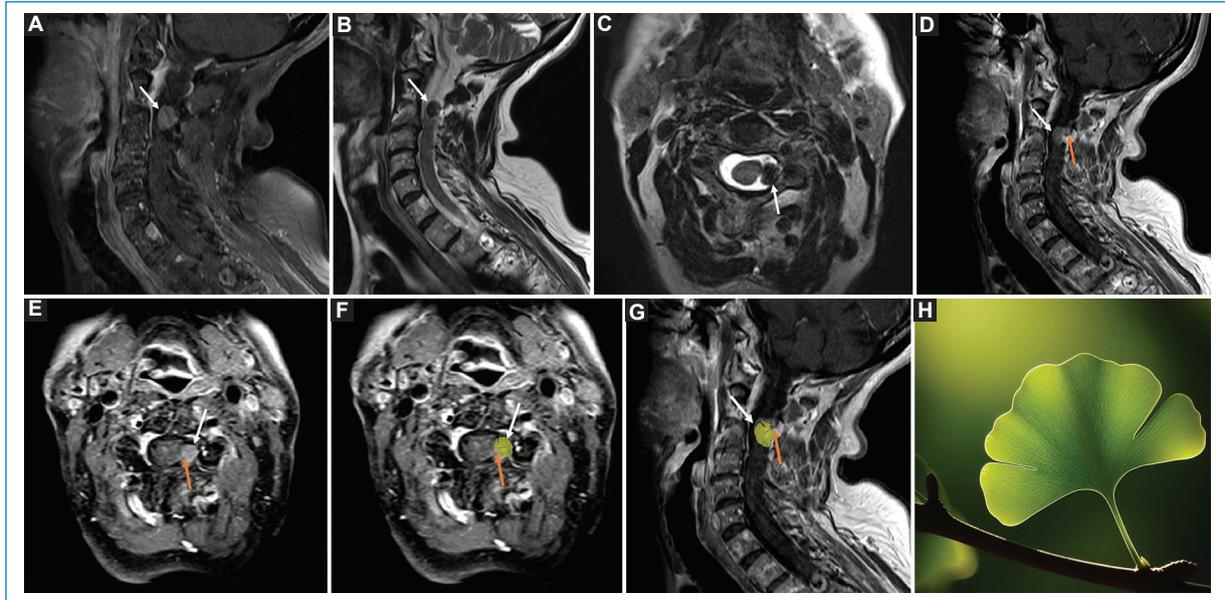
Mujer de 69 años con dolor cervical intenso durante un mes. Niega factores de mejoría y empeoramiento. La RM detecta una lesión intradural y extramedular izquierda a nivel de C2-C3. En las imágenes ponderadas en densidad de protones (DP) con supresión de grasa (A corte sagital), la lesión muestra una intensidad de señal intermedia (indicada por la flecha blanca). En las imágenes ponderadas en T2 (B corte sagital y C corte axial), la lesión exhibe una intensidad de señal baja (flechas blancas). La secuencia T1 realizada con contraste (D corte sagital y E corte axial) demuestra un realce homogéneo de la lesión (flecha blanca). La lesión expansiva en estudio, de amplia base dural, impronta sobre el margen lateral izquierdo de la médula espinal (C y E). La lesión está adherida a la duramadre (D), y el tallo de la hoja no se realza con el contraste (flechas naranjas en D y E), definiendo el característico signo de la hoja de Ginkgo (F corte axial y G corte sagital), indicativo de un meningioma. La médula espinal comprimida y deformada en abanico (por el efecto de masa de la lesión expansiva) y la imagen lineal hipointensa dada por el ligamento dentado traccionado en el interior del tumor configuran, en conjunto, una imagen que recuerda a la hoja de Ginkgo biloba. (H) Imagen de una hoja de Ginkgo biloba.
